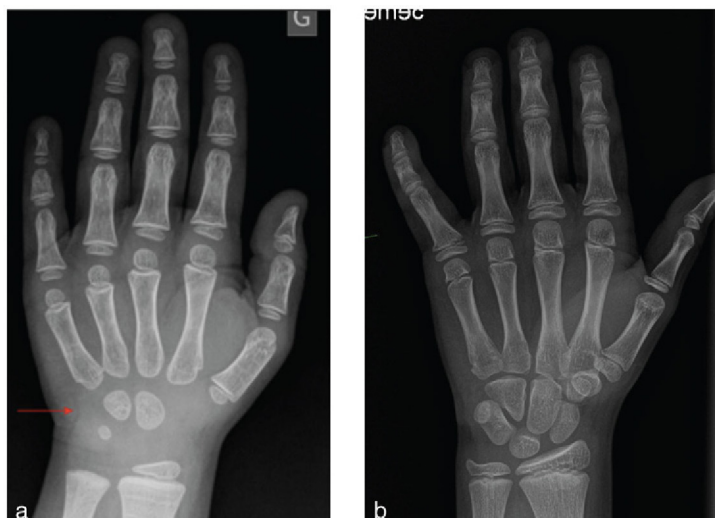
Radiographies du poignet et de la main gauche.
